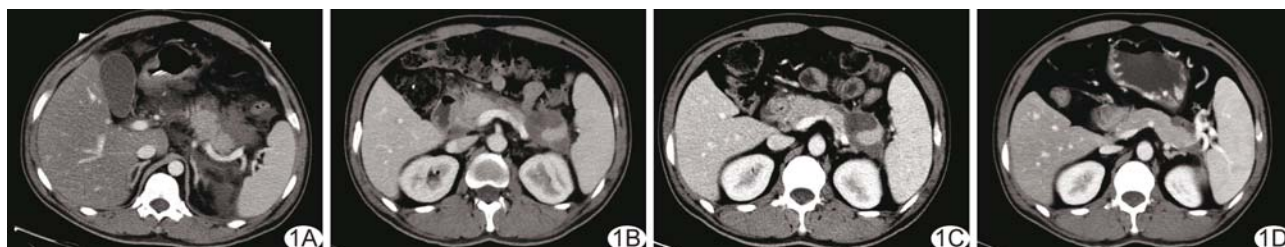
患者男, 41 岁, PPH, CT 表现 A. 2014 年 7 月 CT 图像; B. 2014 年 12 月 CT 图像; C. 2015 年 4 月 CT 图像; D. 2016 年 8 月 CT 图像
